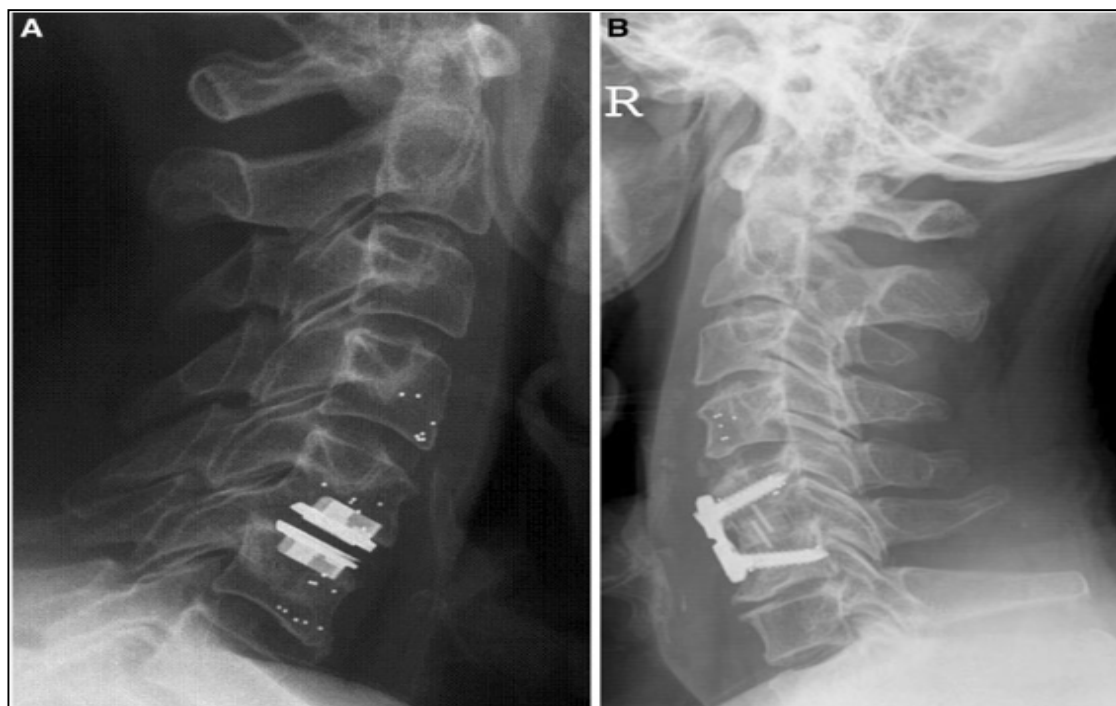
Seitliche Röntgenaufnahme der Halswirbelsäule mit Darstellung der Tantalmarker der Wirbelkörper C4, C5 und C6. a - Eingearbeitete Tantalmarker nach Bandscheibenersatz. b - Dasselbe mit Titanplattenfixierung. Bild aus der Studie von Nabhan A. et al (2011).
